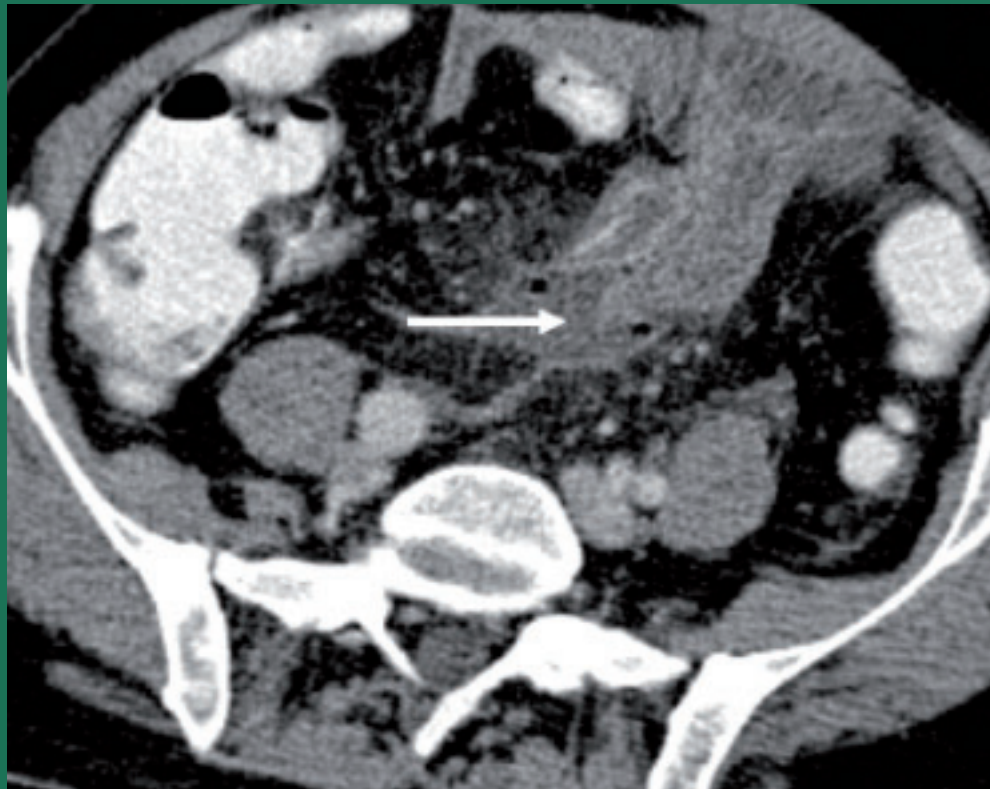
Formación de abscesos en TAC abdominal.
